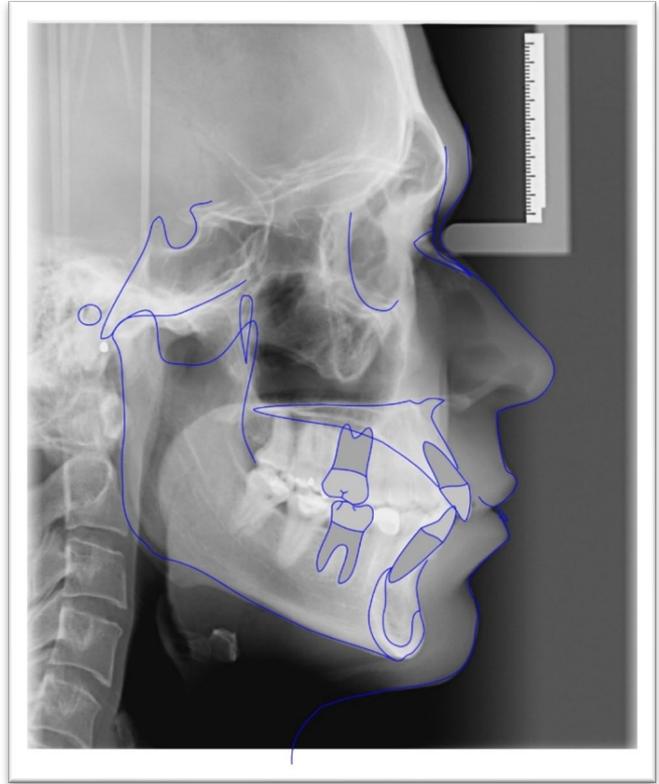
Telerradiografía inicial
